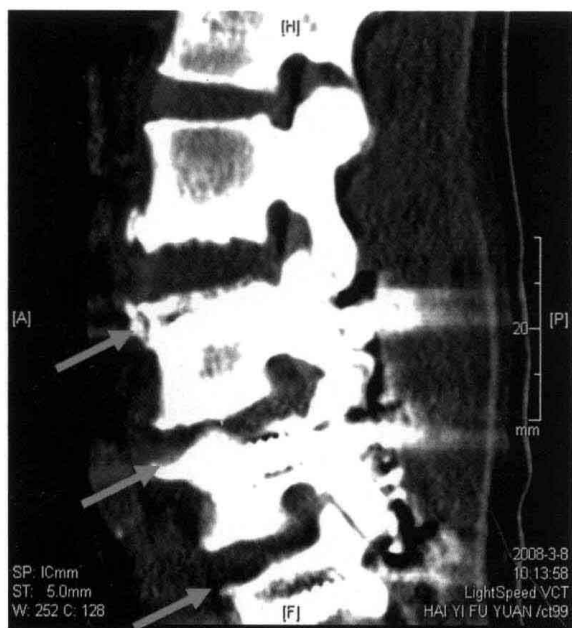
腰椎内固定术后 10 周 CT 检查
